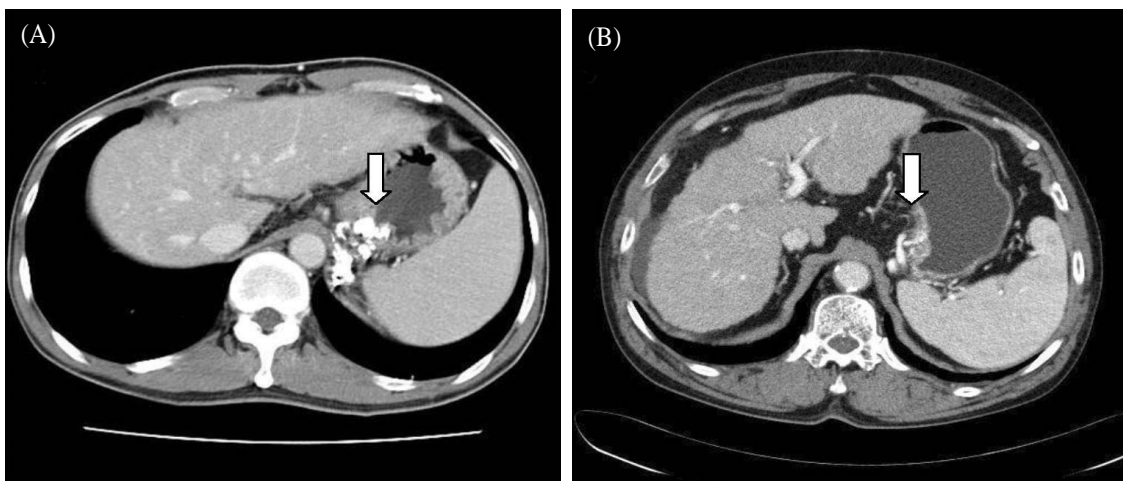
CT examined after BRTO. A) CT reveals complete occlusion of gastroduodenal artery and gastric varices with ethanolamine oleate-lipiodol mixture. B) CT reveals thrombotic occlusion without lipiodol in the gastric varices but gastroduodenal artery is patent.
